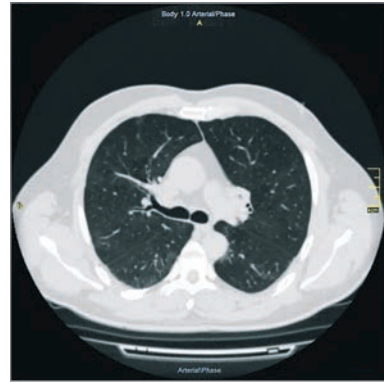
Аксіальний зріз КТ ОГК пацієнта В. через рік спостереження
